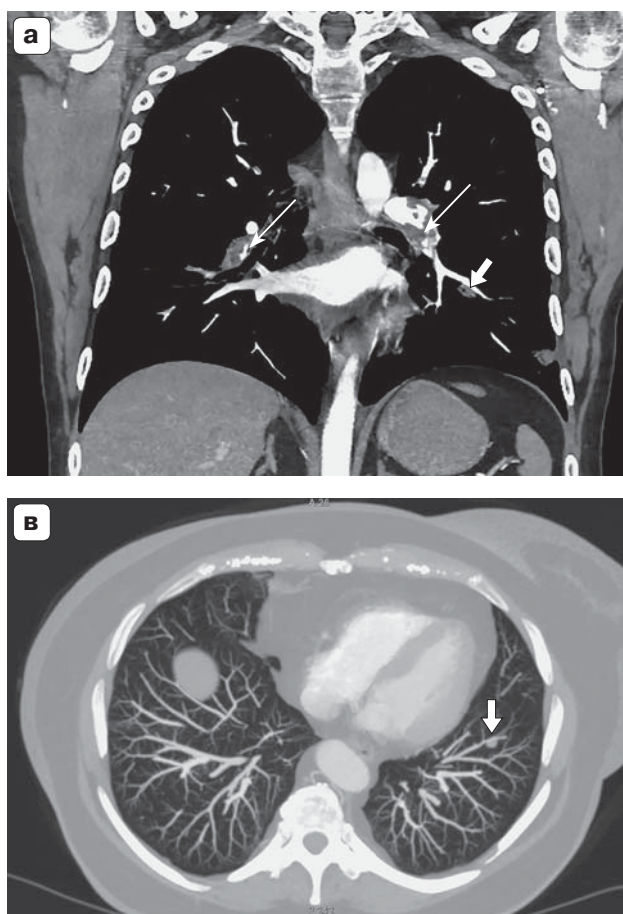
а – МСКТ легких, артериальная фаза, корональная проекция. Нейроэндокринная опухоль прилежит к нижнему контуру сегментарной легочной артерии по длинной оси образования (короткая стрелка). Сопутствующая патология – тромботические массы в легочных артериях (длинные стрелки); б – МСКТ легких, артериальная фаза, сагиттальная проекция, MIP-реконструкция. Нейроэндокринная опухоль, прилежащая к легочной артерии (стрелка); в – МСКТ легких, артериальная фаза, аксиальная проекция, MIP-реконструкция. Округлая нейроэндокринная опухоль, прилежащая к субсегментарной легочной артерии S8 левого легкого (стрелка).
